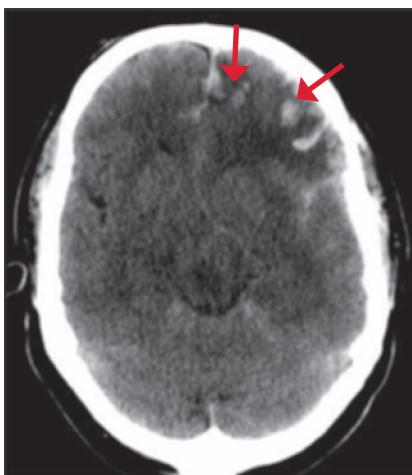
TC de cerebro sin contraste: Contusiones corticales.
